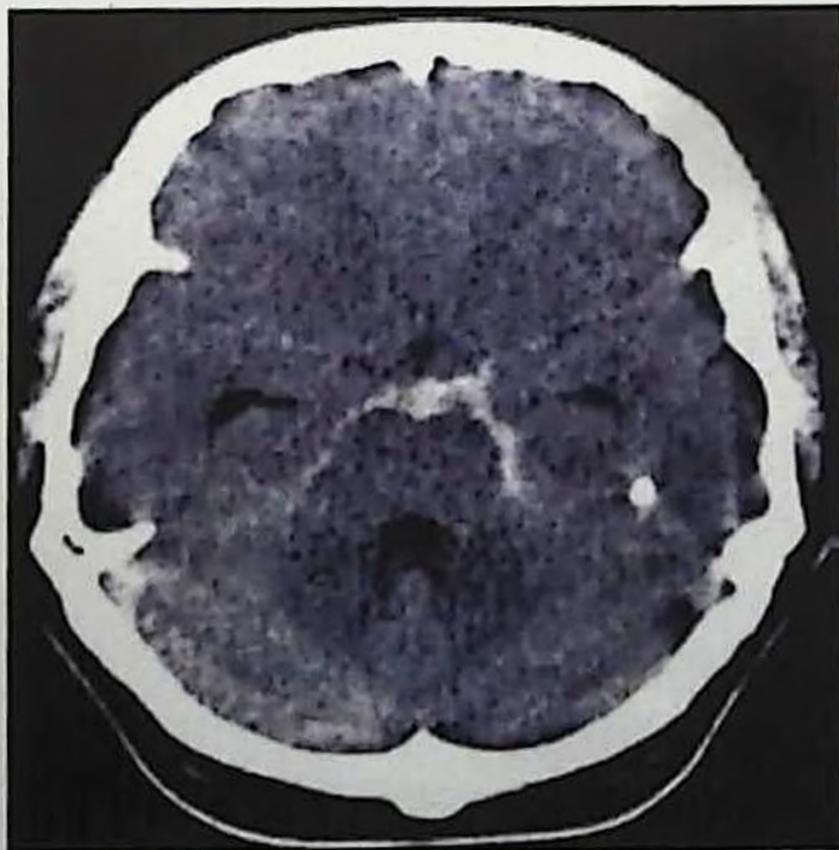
Субарахноидальное кровоизлияние на КТ
